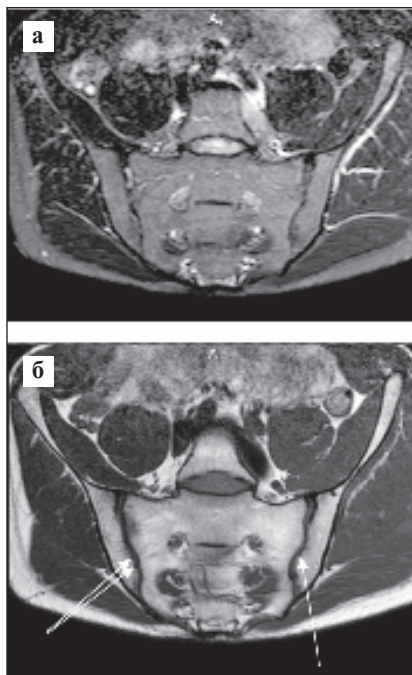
Тот же больной. МРТ КПС в динамике (май 2022 г.): а — в режиме T2 STIR очаги активного костномозгового воспаления (остеит) в области КПС не определяются; б — в режиме T1 отсутствуют признаки жировой дегенерации, но имеются единичные небольшие эрозии (белые стрелки)
